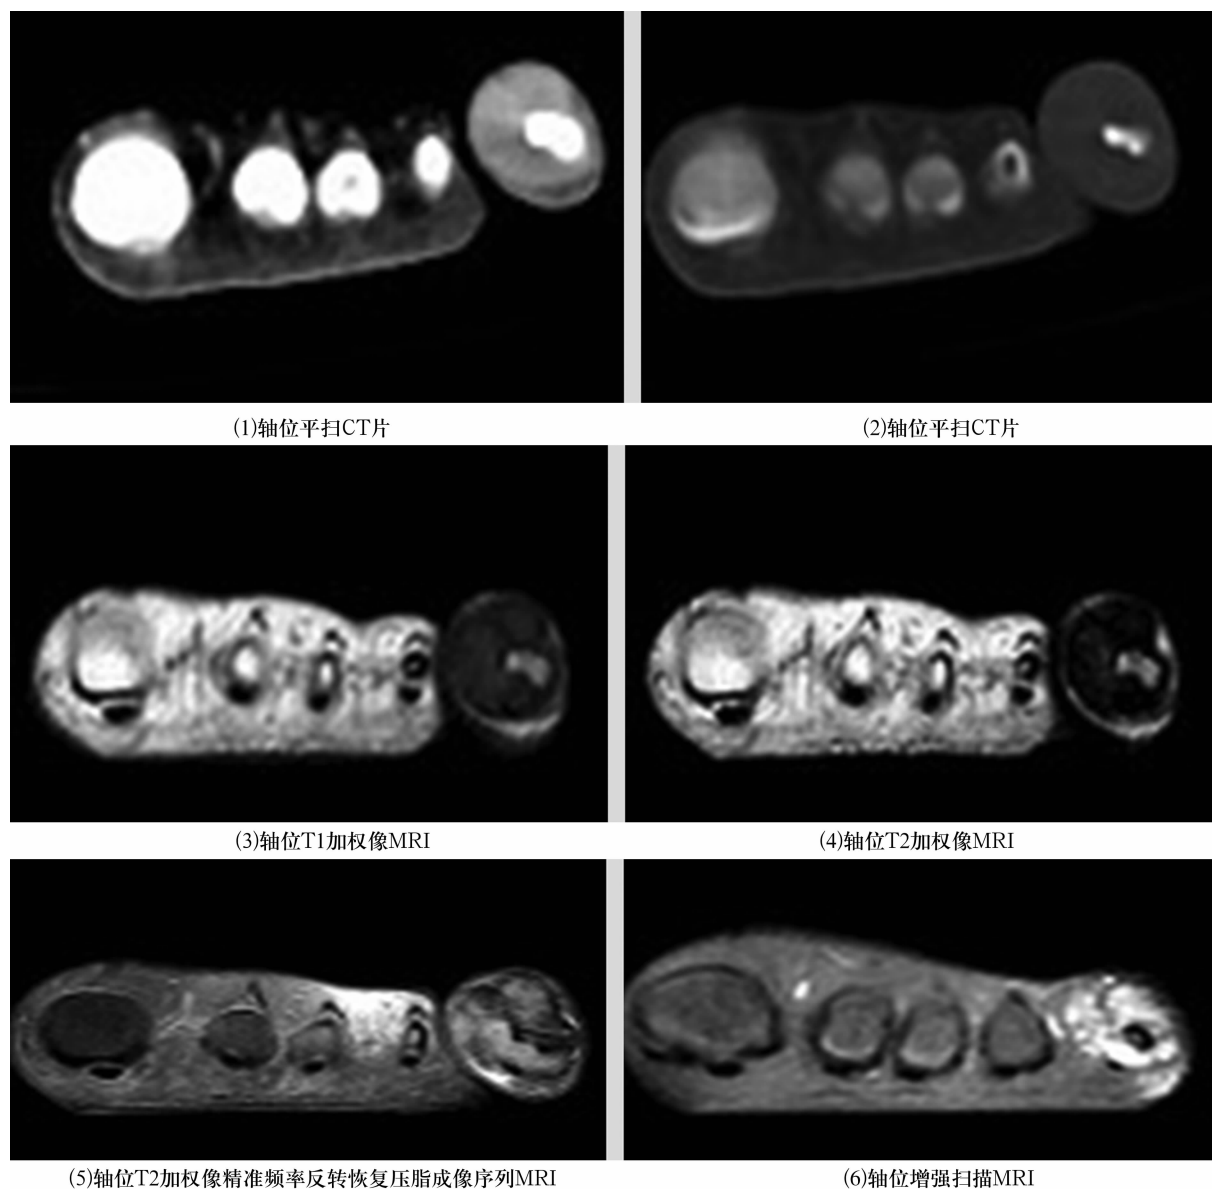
足小趾趾间关节局限型腱鞘巨细胞瘤 MRI 和 CT 片
